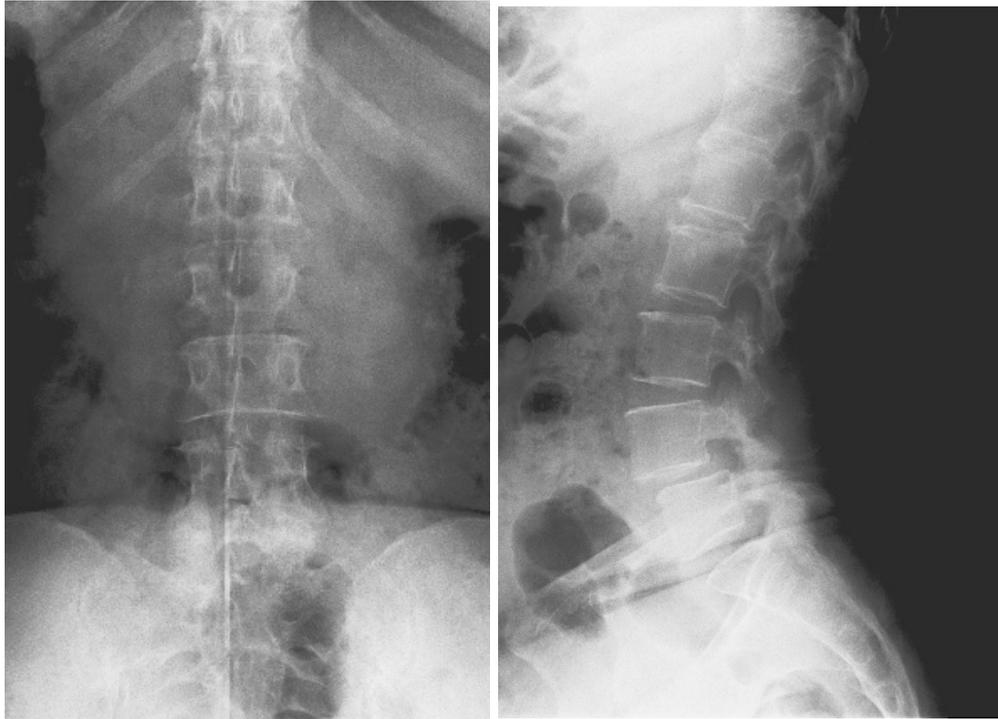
Imagen izquierda. Radiografía anteroposterior de columna lumbar, sin alteraciones en la alineación coronal. Imagen derecha. Radiografía lateral de columna lumbar, se evidencia la espondilolistesis entre las vertebrae L4 y L5.
